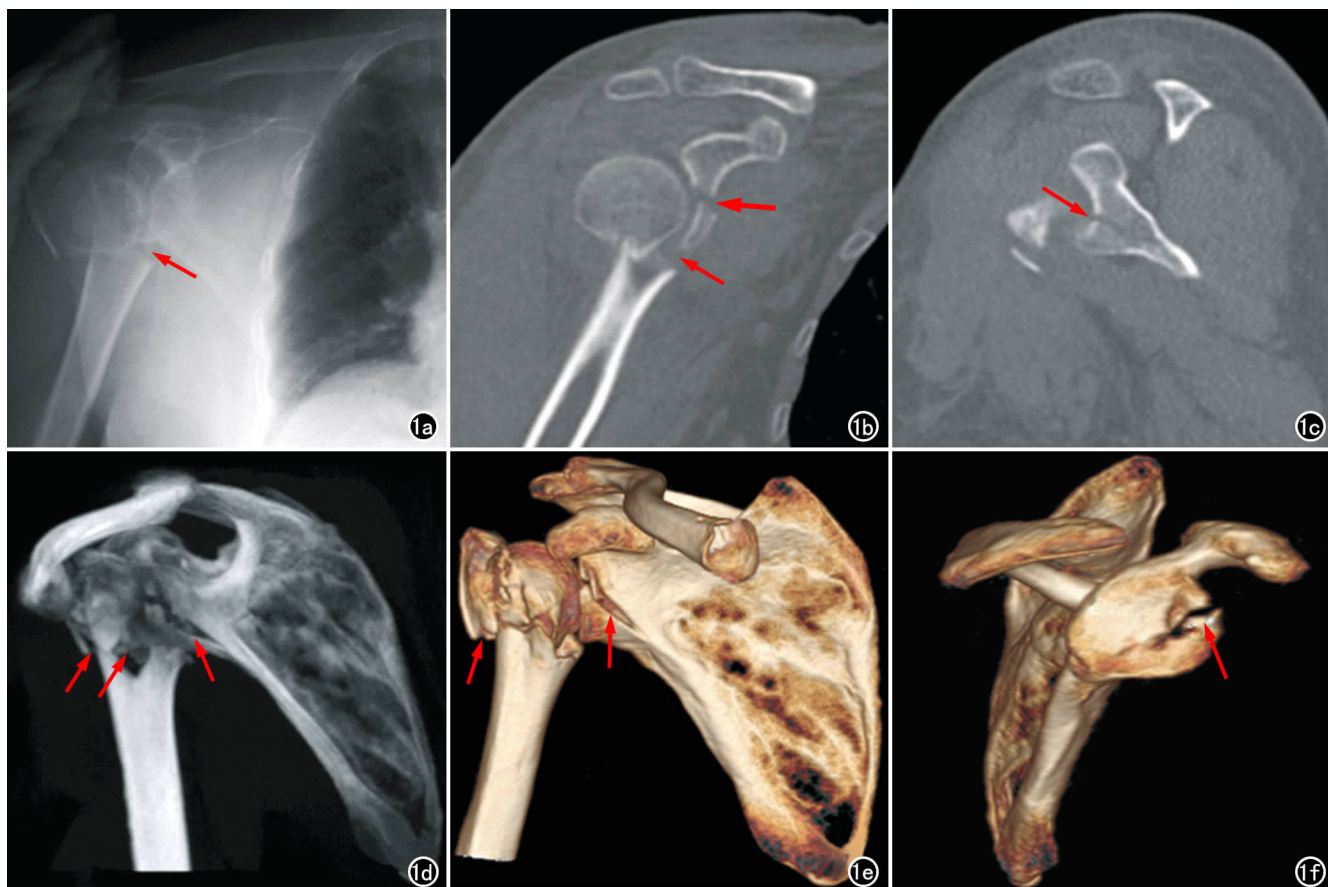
右肩胛骨关节盂骨折合并右肱骨外科颈粉碎性骨折。a) X线平片示右肱骨外科颈粉碎性骨折(箭),对关节盂骨折显示不清; b) MPR冠状面示右肱骨外科颈粉碎性骨折(细箭)和右肩胛骨关节盂骨折(粗箭); c) MPR矢状面示右肩胛骨关节盂骨折(箭); d) MIP图像更有利于显示骨折线及骨折部位,富有立体感(箭); e) VR图像显示骨折整体观,骨折立体感更强(箭); f) 采用VR中的关节解体技术,消除了肱骨头影,更清晰显示关节盂骨折细节(箭)。
